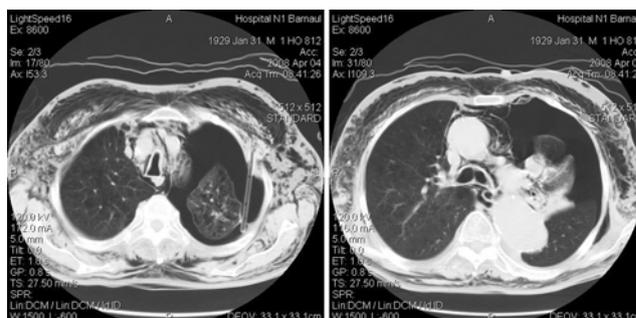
4. Компьютерные томограммы в прямой проекции органов грудной клетки больного 79 лет на 4-е сут. после поступления в клинику
